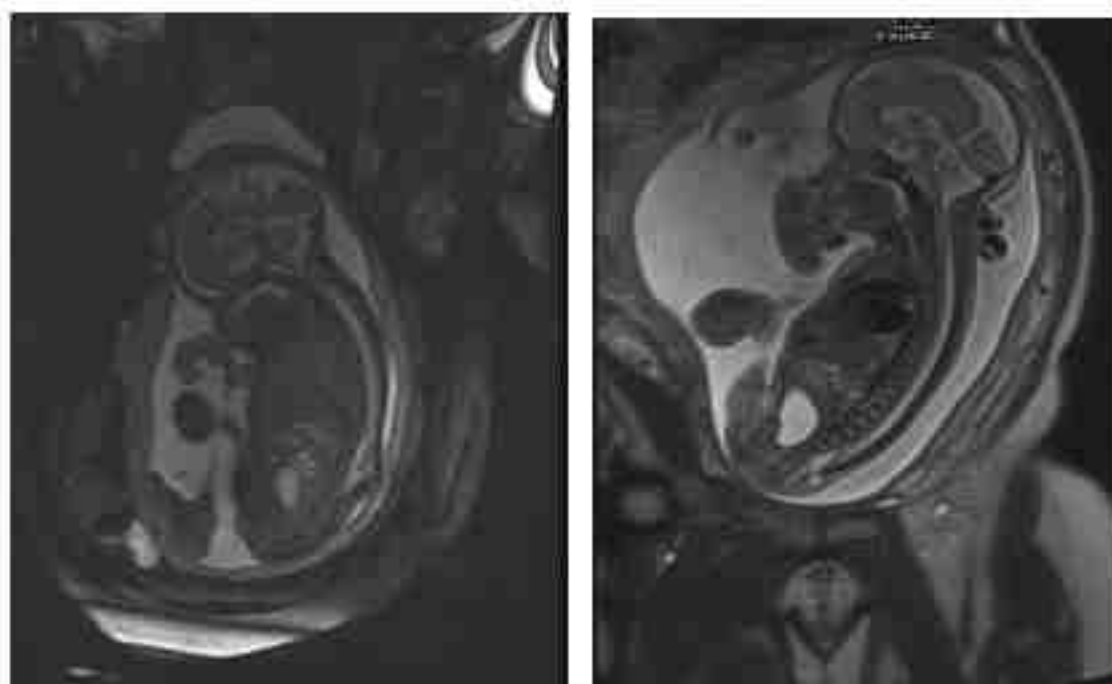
Clichés d'IRM fœtale prénatale centrés sur le pôle céphalique et le rachis, en cours de grossesse chez un fœtus présentant une suspicion de LDM lombaire L3. Coupes sagittales médullaires séquence pondérée T2
